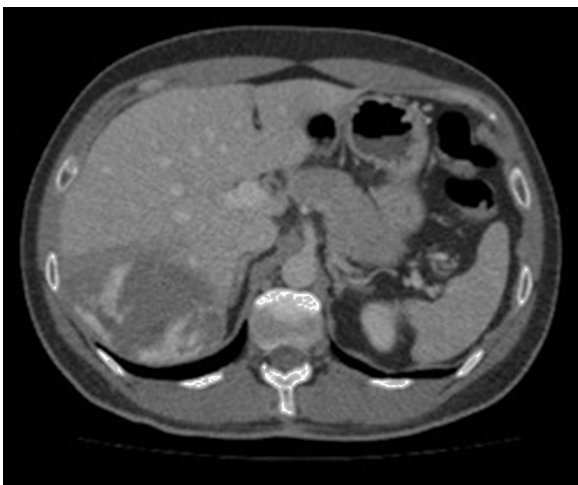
TC trífásica. Lesión en segmentos VI y VII de 10 × 9,5 × 7 cm. Captación de contraste periférica nodular y llenado centrípeto. Sugestiva de hemangioma.
